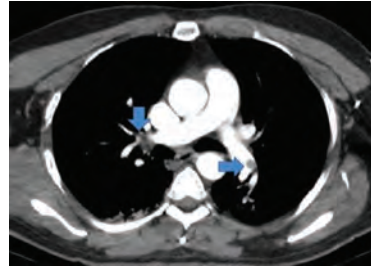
Computerized tomography revealed blood clots in both pulmonary arteries (blue arrows). We assume that these fragmented blood clots were the remnants of a saddle-back thrombus in main pulmonary trunk responsible from cardiac arrest development and embolized distally with the administration of systemic fibrinolysis.
